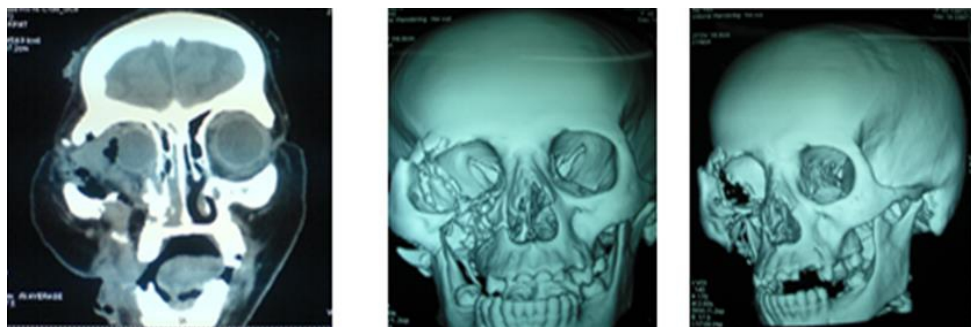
02 : TDM Faciale (coupe coronale avec reconstruction 03 D) : Fracture disjonction du malaire droit, effondrement du plancher, atteinte du globe oculaire.
